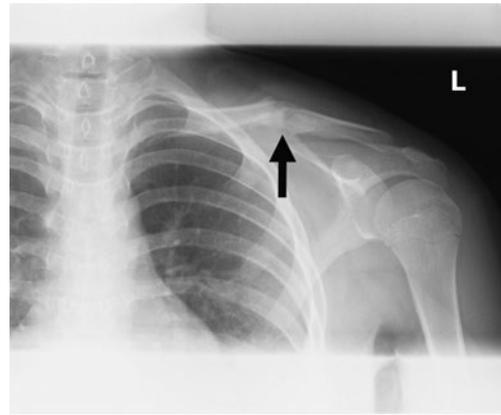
The radiograph at the seven-week follow-up visit : Refracture after his return to Judo (arrow) .
